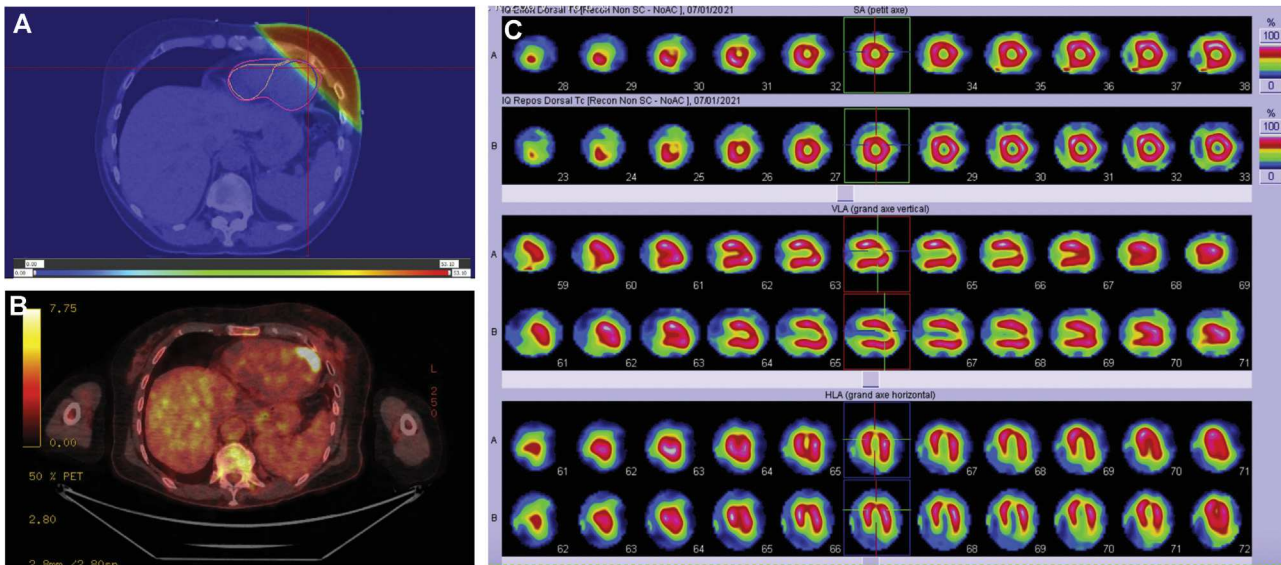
Case report of an increased uptake of (¹⁸F)-fluorodeoxyglucose incidentally detected on positron emission tomography after left breast irradiation. Radiation dose distribution. Radiotherapy was performed with two tangential fields and the prescribed dose was 50 Gy in 25 fractions of 2 Gy for the left breast followed by the tumor bed at 16 Gy in 8 fractions of 2 Gy (A). (¹⁸F)-fluorodeoxyglucose positron emission tomography (FDG-PET/CT) one year after left breast irradiation. FDG-PET/CT showed an intense and focal FDG uptake in the apex of left ventricle myocardium (B). (^{99m}Tc)-tetrofosmin single photon emission computed tomography showed severe hypoperfusion of the anteroapical segment during exercise and at rest, corresponding to the topography of hypermetabolism on FDG-PET/CT (C).
